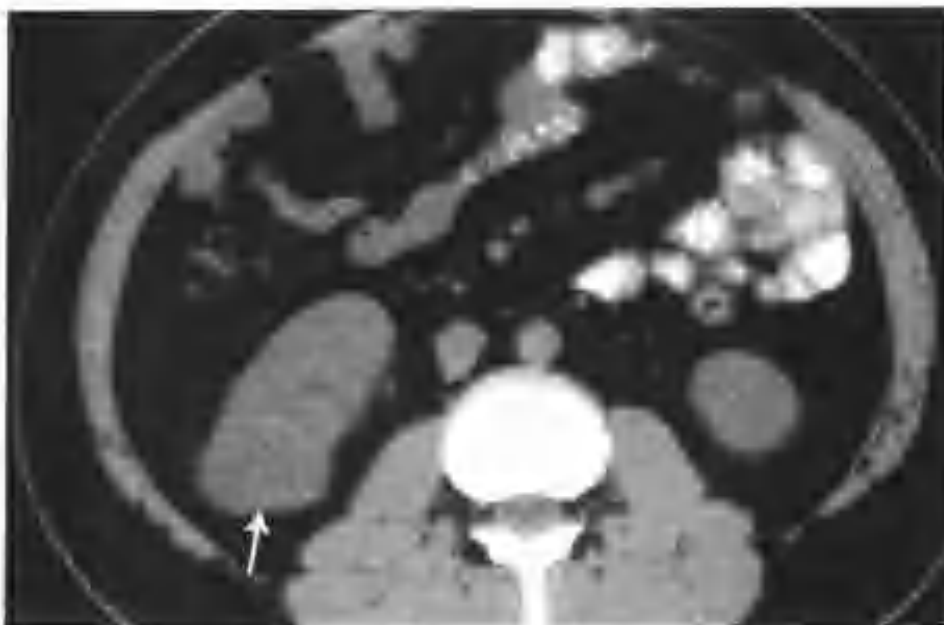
右肾透明细胞癌（CT 检查发现右肾下极一个 3.0cm × 4.5cm 的肿块影，平扫呈均匀等密度（箭头））
